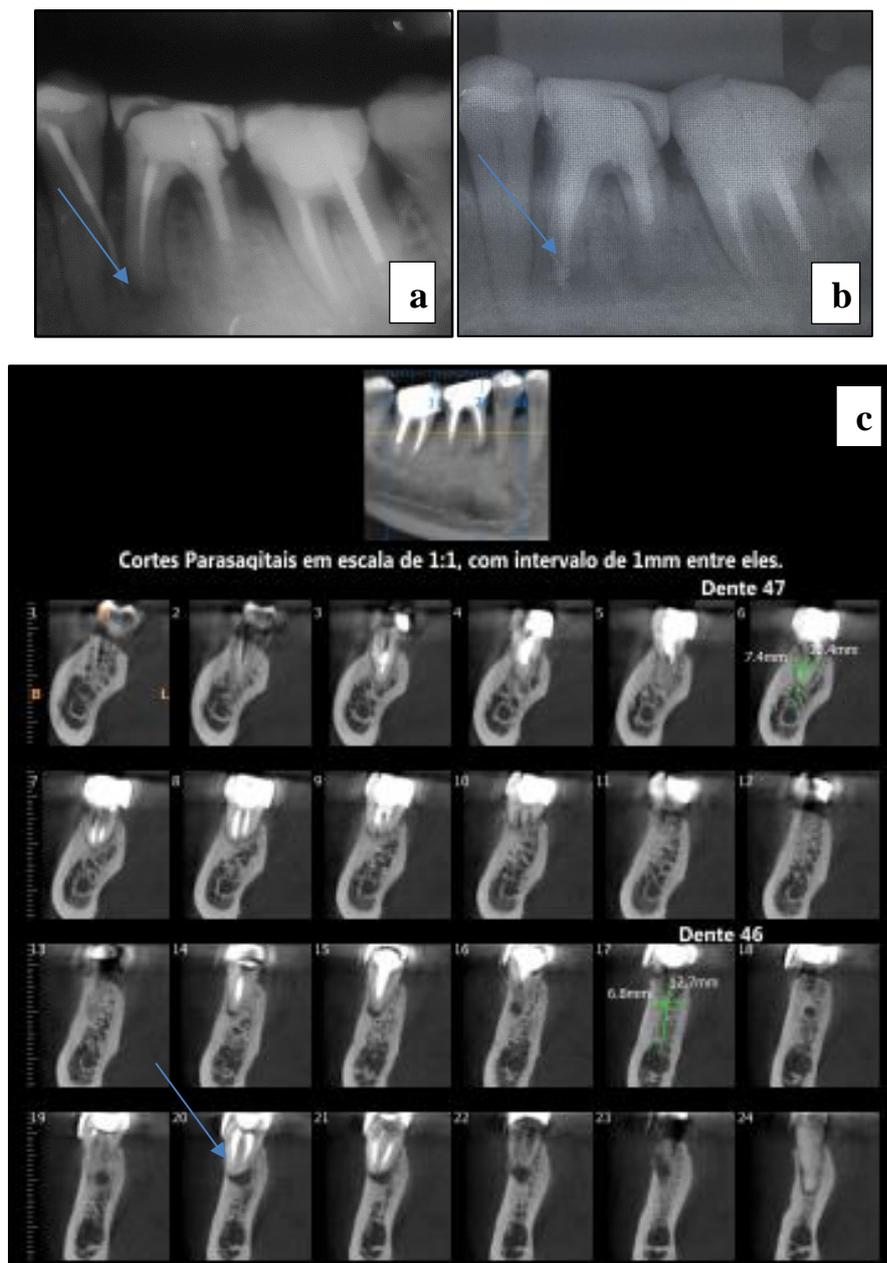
Dente do paciente 34 (grupo A); a- radiografia periapical antes do tratamento; b- radiografia periapical imediatamente após o tratamento; (as setas indicam a lesão periapical); c- tomografia *cone beam* seis meses após o tratamento e ausência de regeneração periapical.
